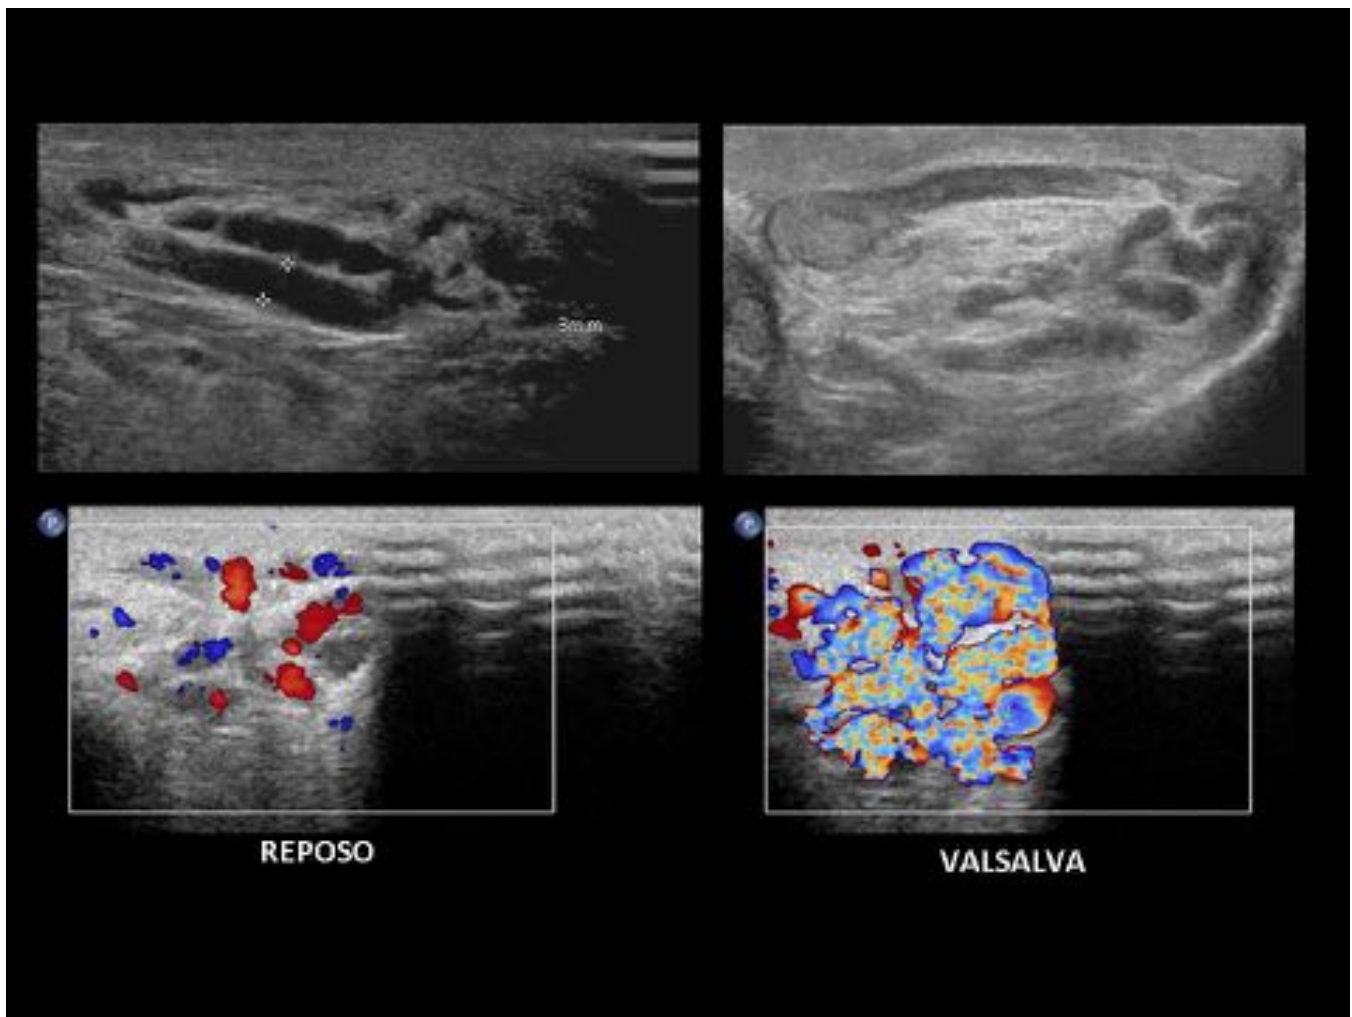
Varicocele. En la bolsa escrotal izquierda se ven estructuras tubulares anecoicas múltiples, de más de 2mm de diámetro, con flujo en el Doppler color en reposo, que aumenta con las maniobras de Valsalva.
